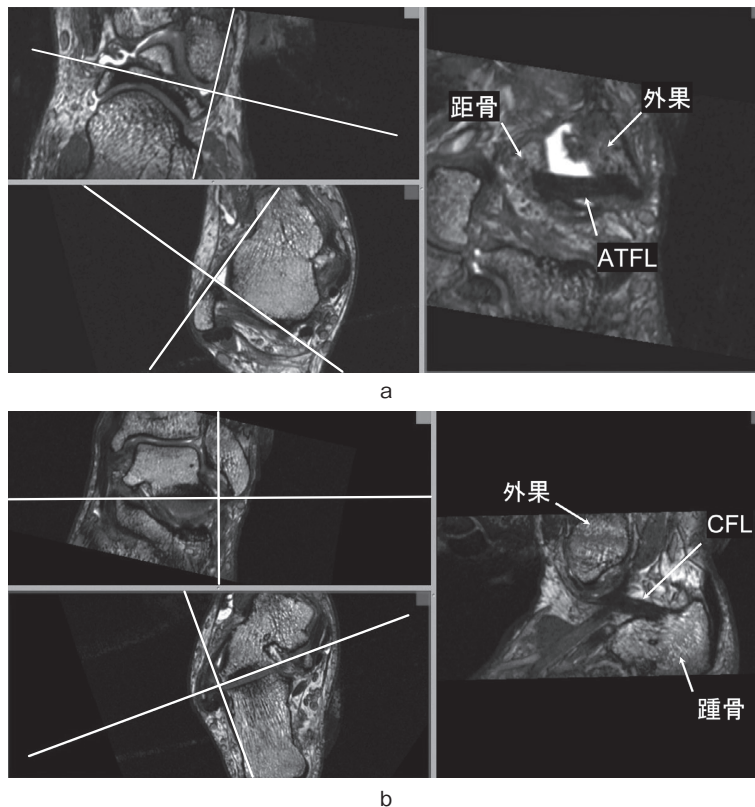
足関節外側靭帯のMRI 3D シーケンス再構成画像
